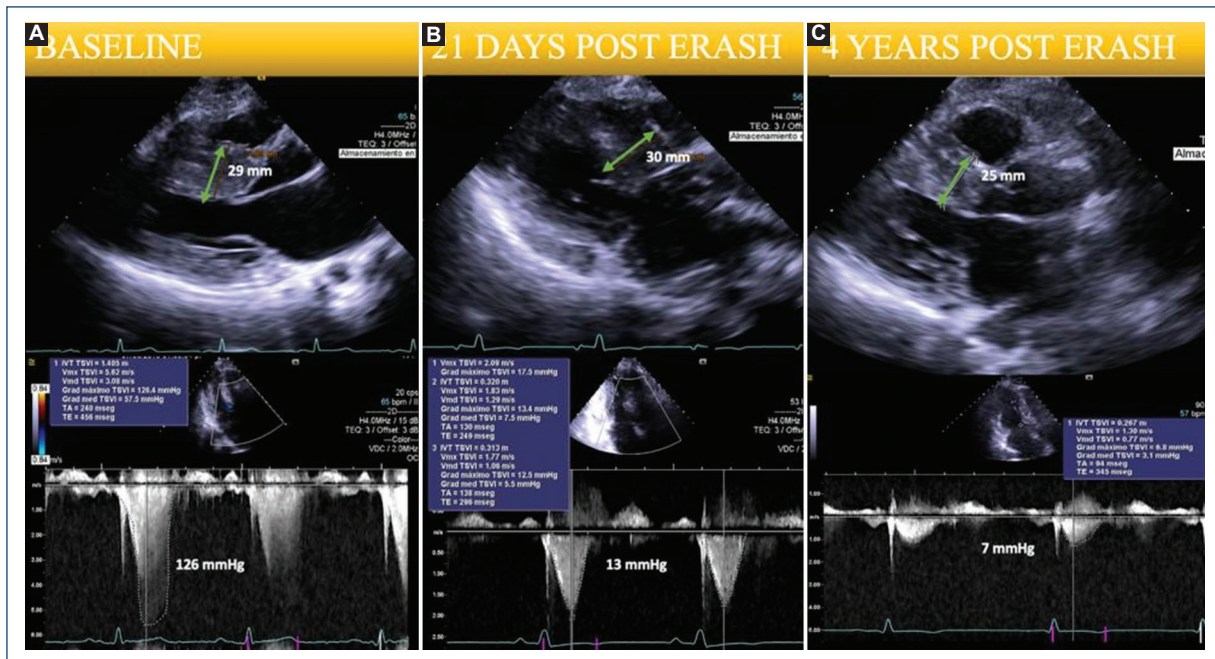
A: echocardiographic measurements of septal thickness and left ventricular outflow tract gradients performed under resting conditions before endocardial radiofrequency ablation of septal hypertrophy (ERASH) B: at 21 days of follow-up C: and 4 years post-ERASH.
